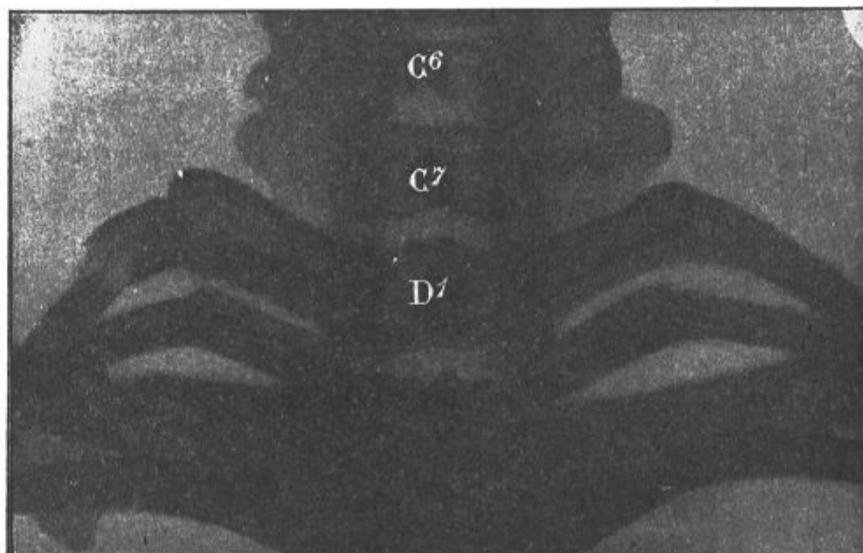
Radiographie du thorax, vue postérieure ; on voit nettement, à gauche, la fracture de la première côte.
